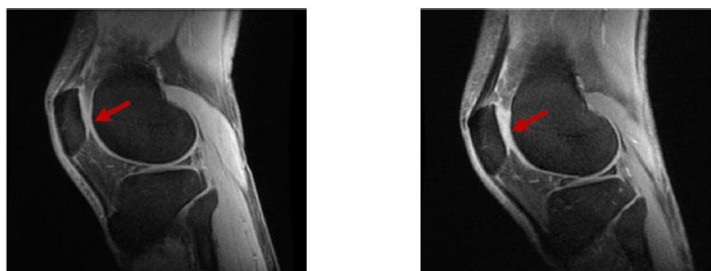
Resonancia magnética antes y después del tratamiento con haMPC
